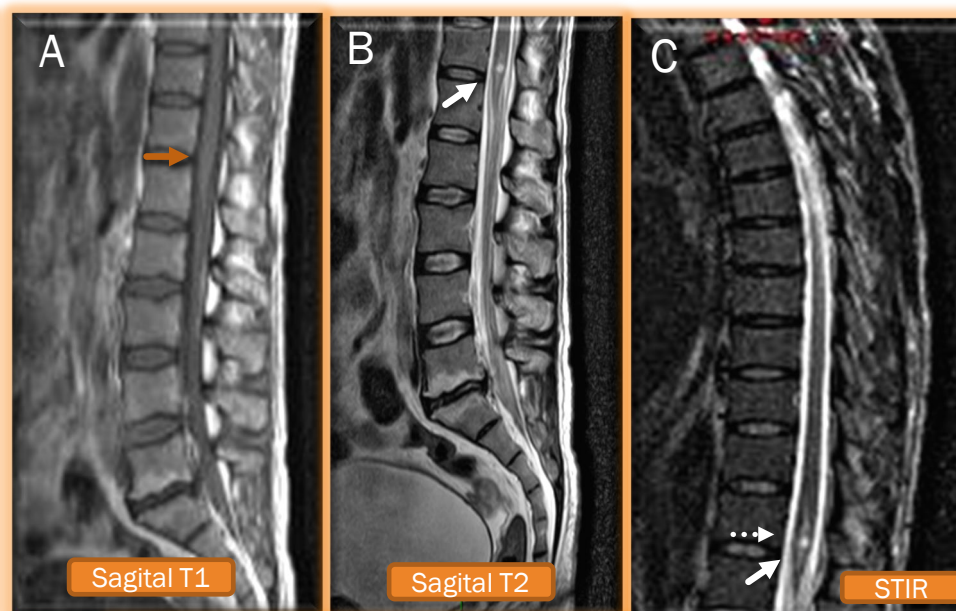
RM de columna lumbar (A) Sagital T1 (B) Sagital T2 y (C) sagital STIR de columna dorsal. Se observa área focal de alta señal de la medula espinal en secuencias T2 y STIR (flecha blanca) Señal intermedia en T1 (flecha roja) en relación a foco contusivo, rodeado por edema medular periférico a la altura de la cono medular (flecha punteada) en paciente con herida por objeto contuso.
